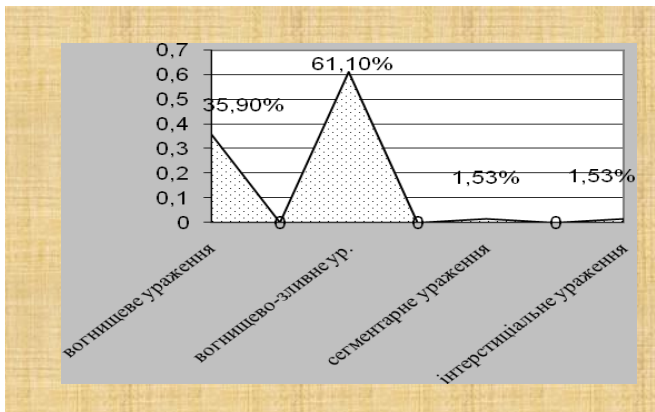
Рентгенологічне вогнище патологічного процесу
